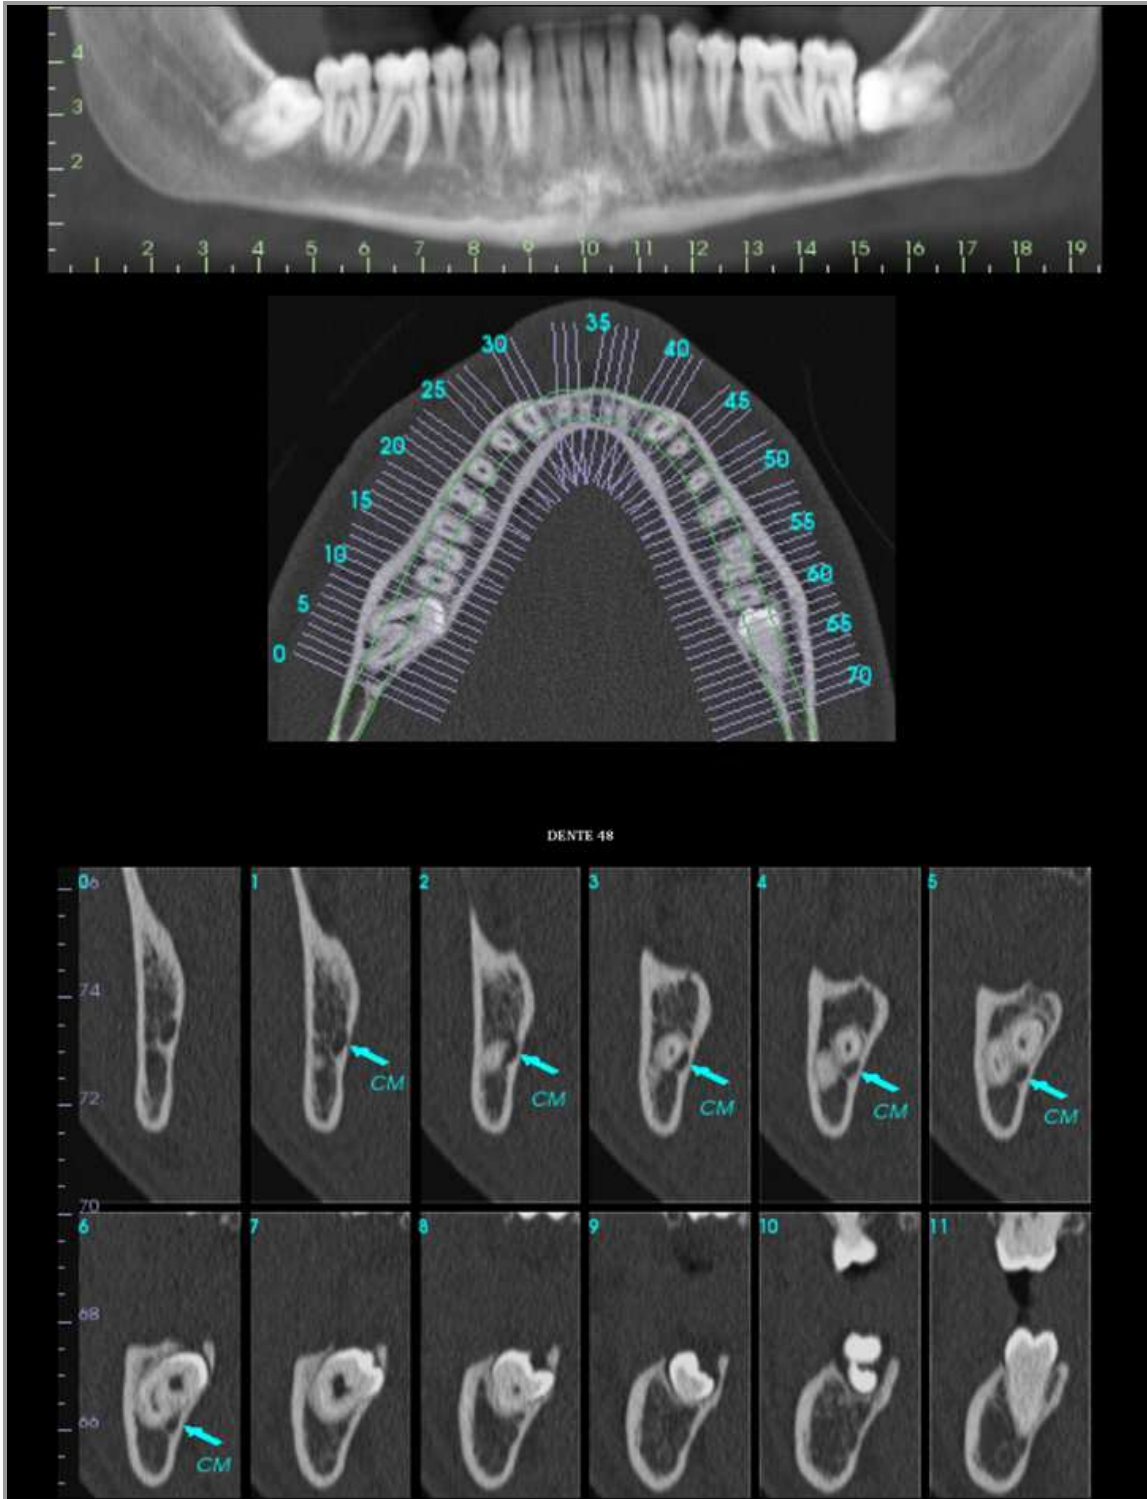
TC mostrando a íntima relação entre o dente 48 e o CM¹⁹
